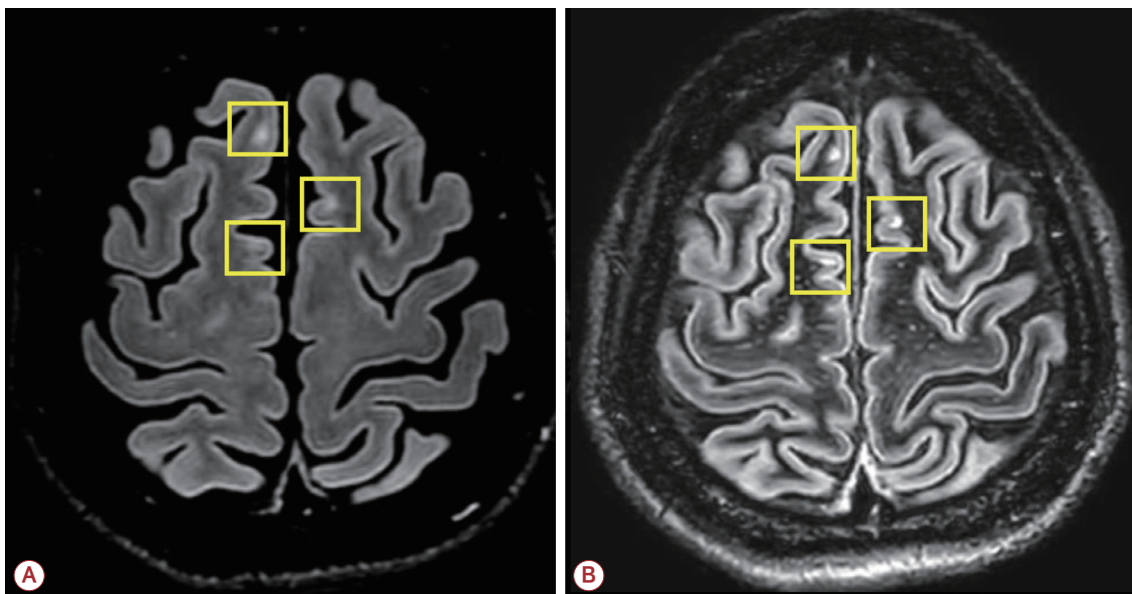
Juxtacortical/cortical lesions, which are referred to as dissemination in space in the McDonald criteria. leucocortical lesion (yellow boxes) of multiple sclerosis in FLAIR (left) and a double inversion recovery sequence (right). FLAIR; fluid attenuated inversion recovery.
